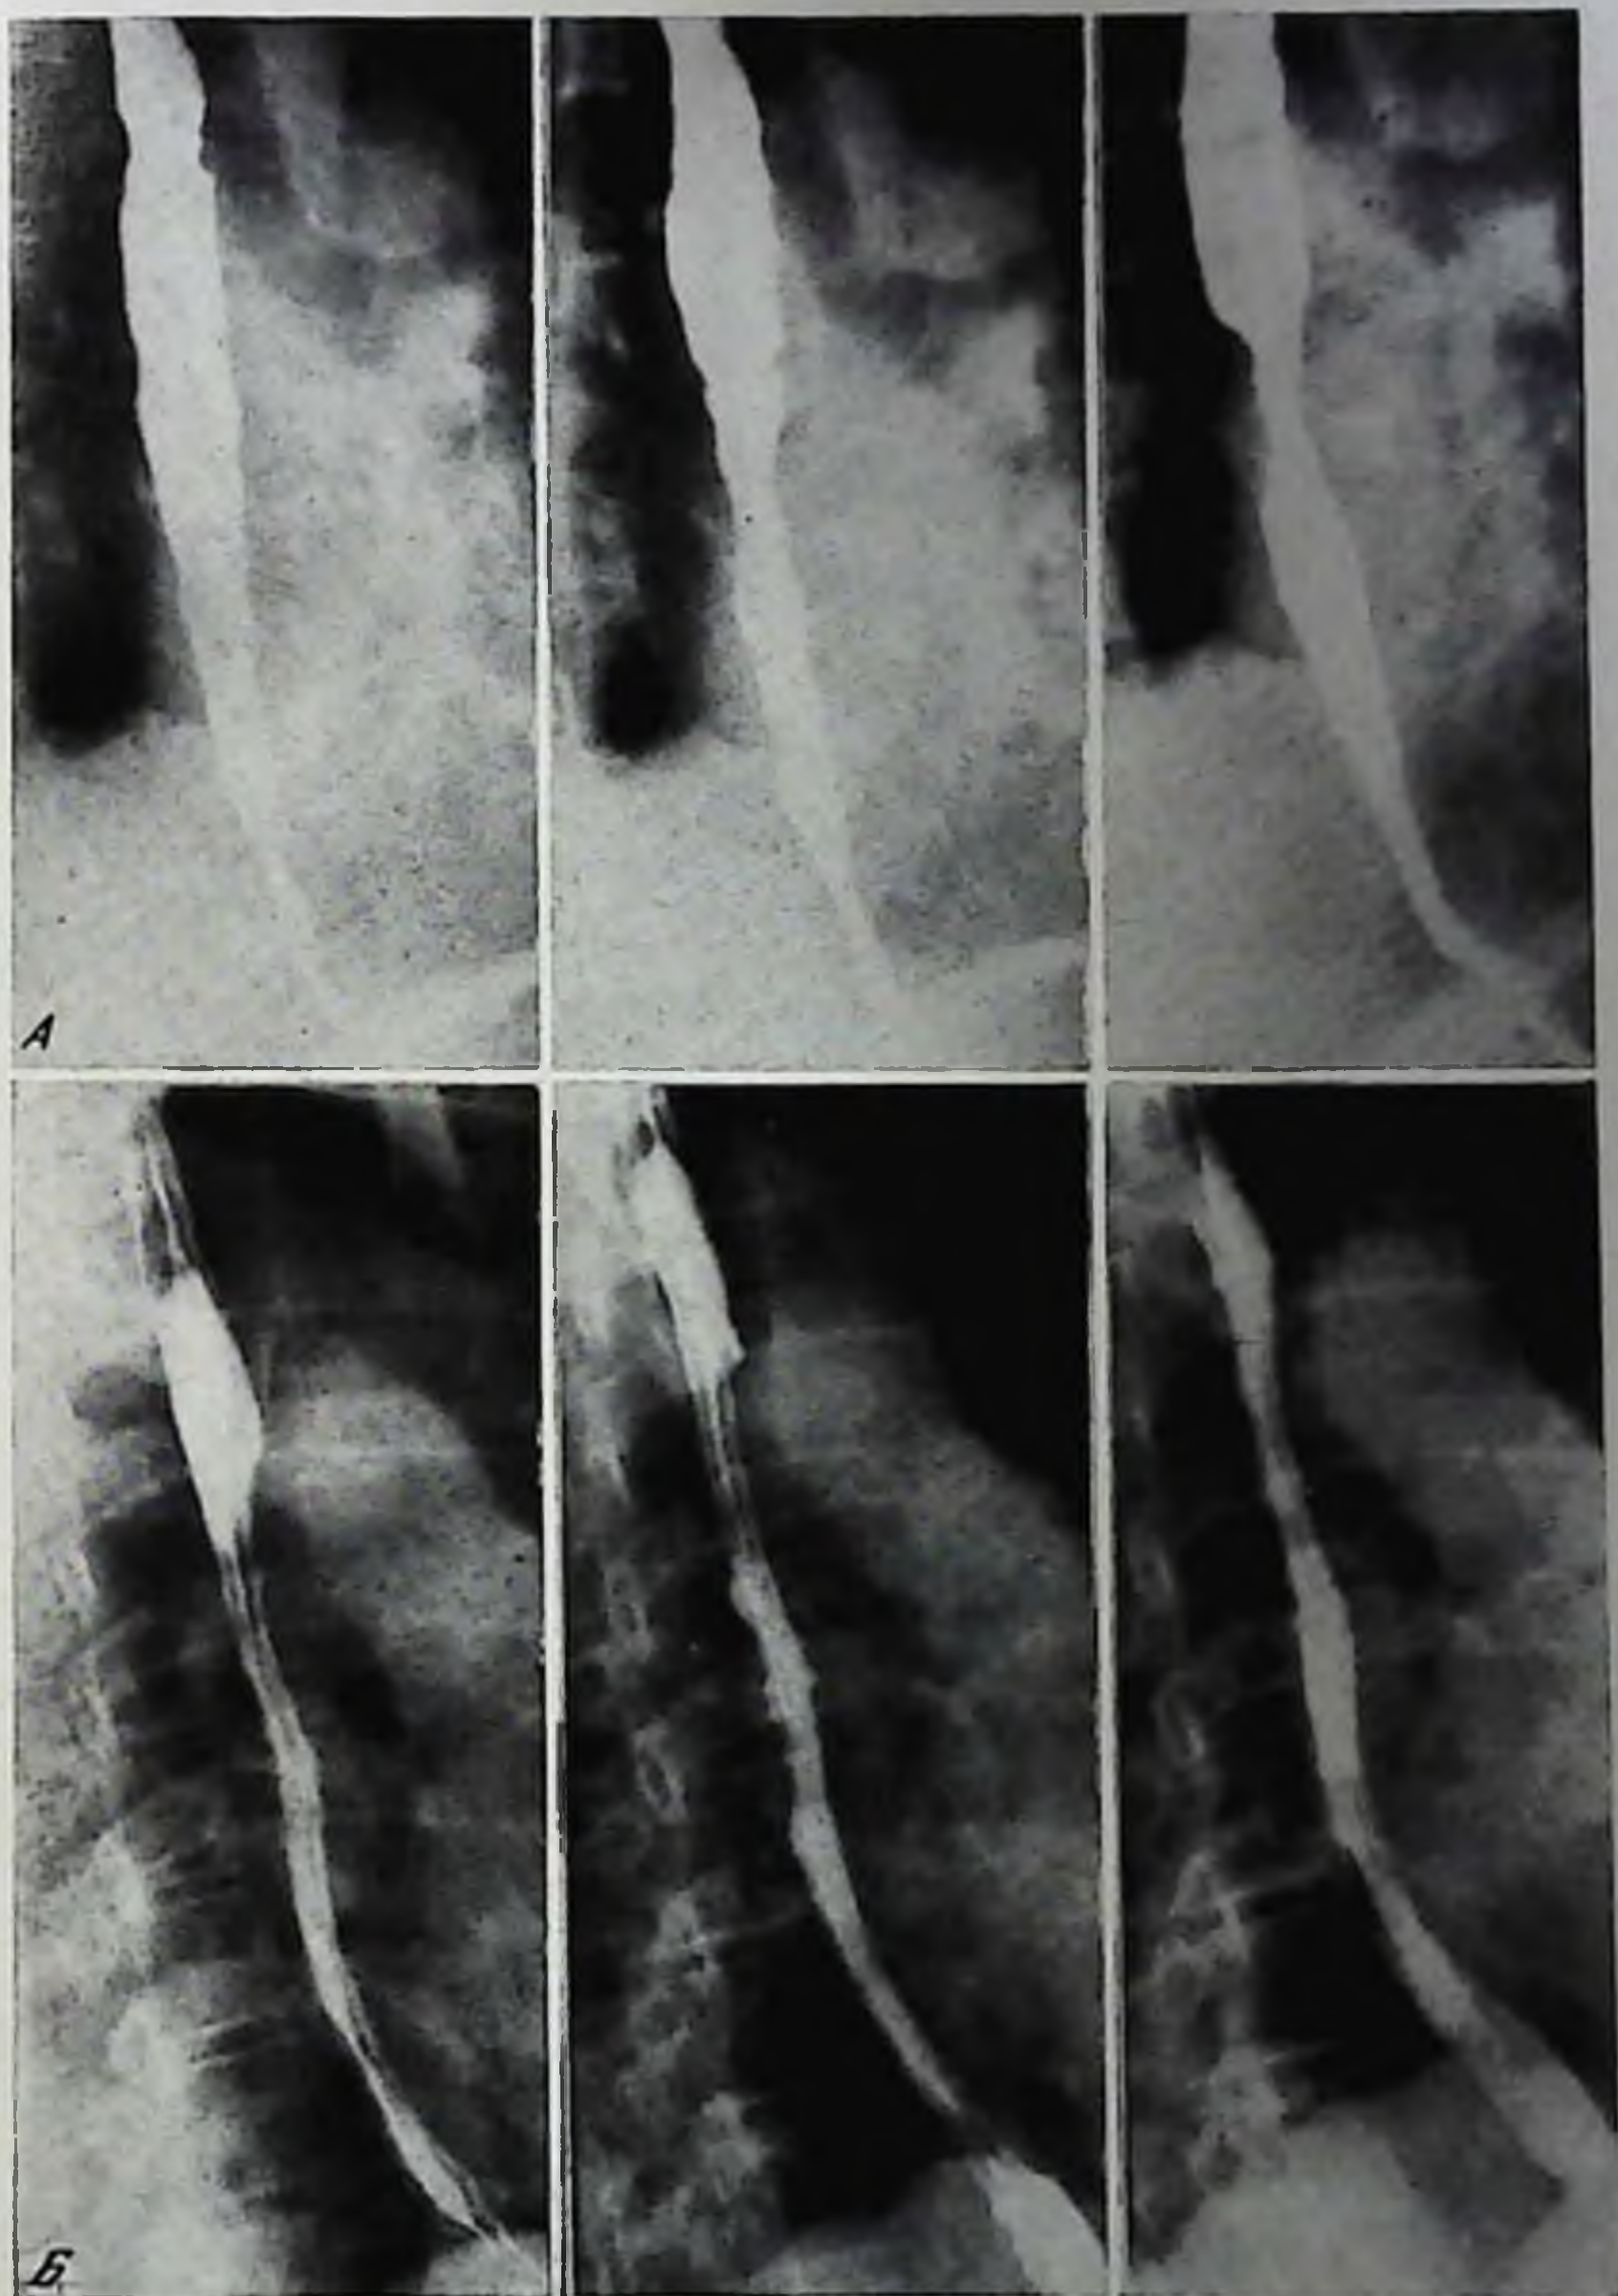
Рентгенограммы пищевода больного Б. Эзофагоспазм III степени
